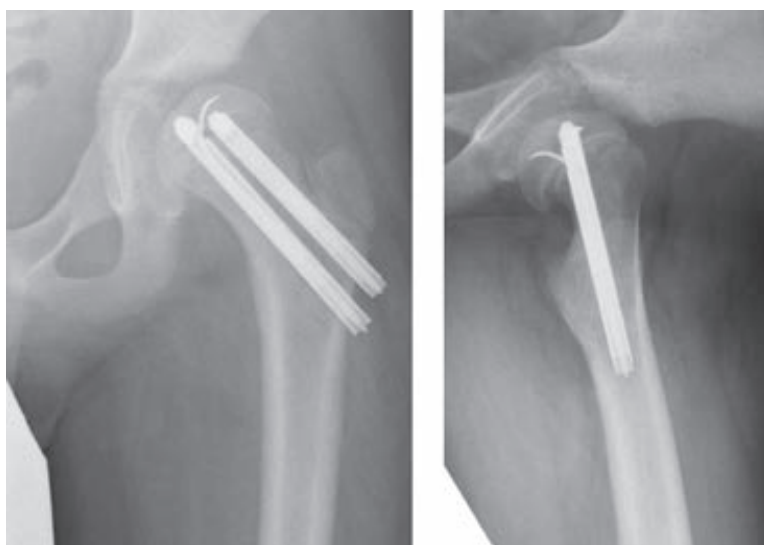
術後単純X線像. Hansson pin<sup>®</sup>を用いた In situ pinning を施行した.
